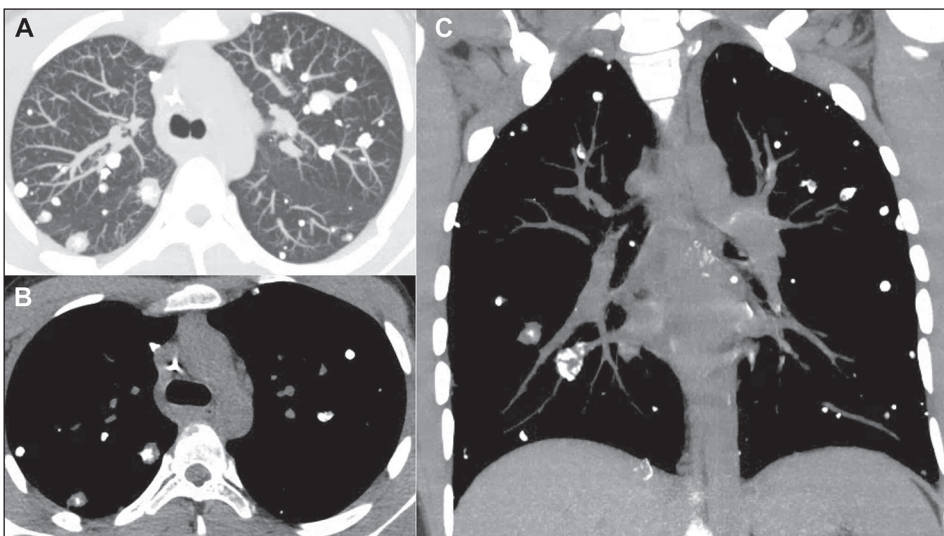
Metástases nodulares calcificadas. Menino, 15 anos, com osteossarcoma primário no fêmur. TC com cortes axiais com janelas para pulmão (A) e mediastino (B) e corte coronal com janela para mediastino (C) demonstram múltiplos nódulos calcificados em ambos os pulmões. Diagnóstico por biópsia. Evoluiu para óbito em oito meses.
